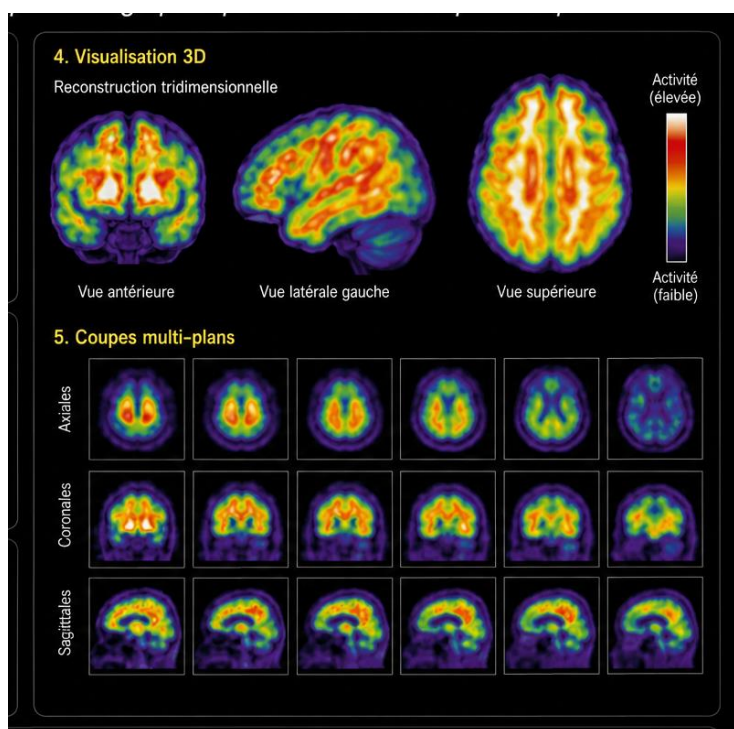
Exemple d'image SPECT
